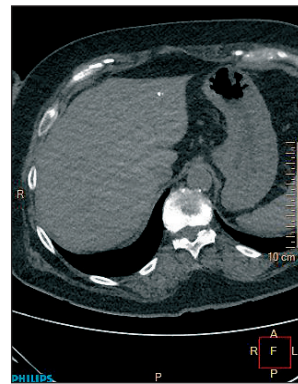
Мультиспиральная КТ брюшной полости
